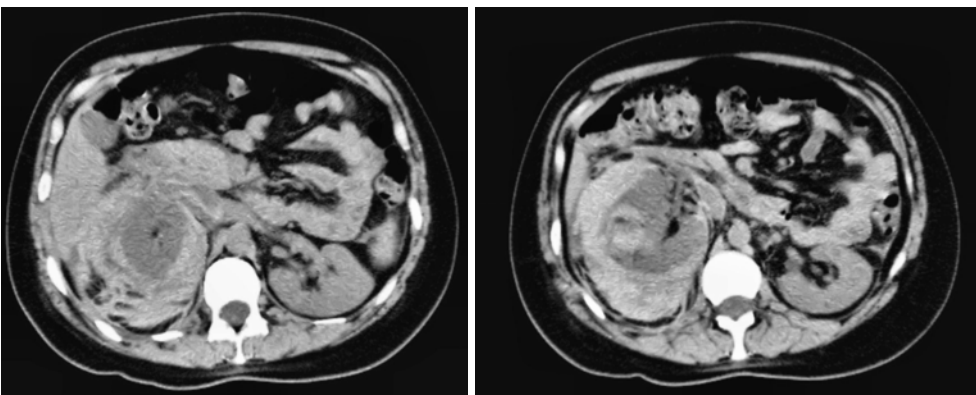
TAC cortes axiales donde se observa una lesión periférica en riñón derecho con una importante colección que ocupa todo el retroperitoneo hasta el hueco pélvico con densidad negativa.
